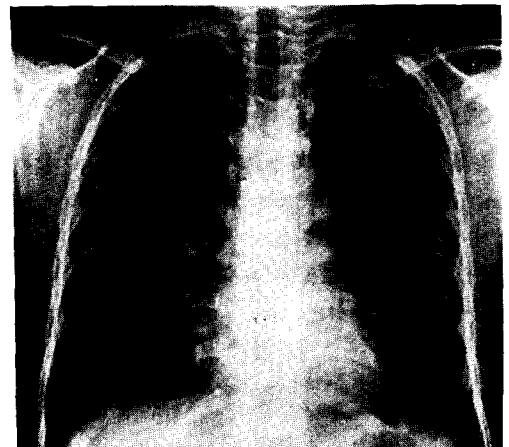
Preop. Simple chest X-ray
